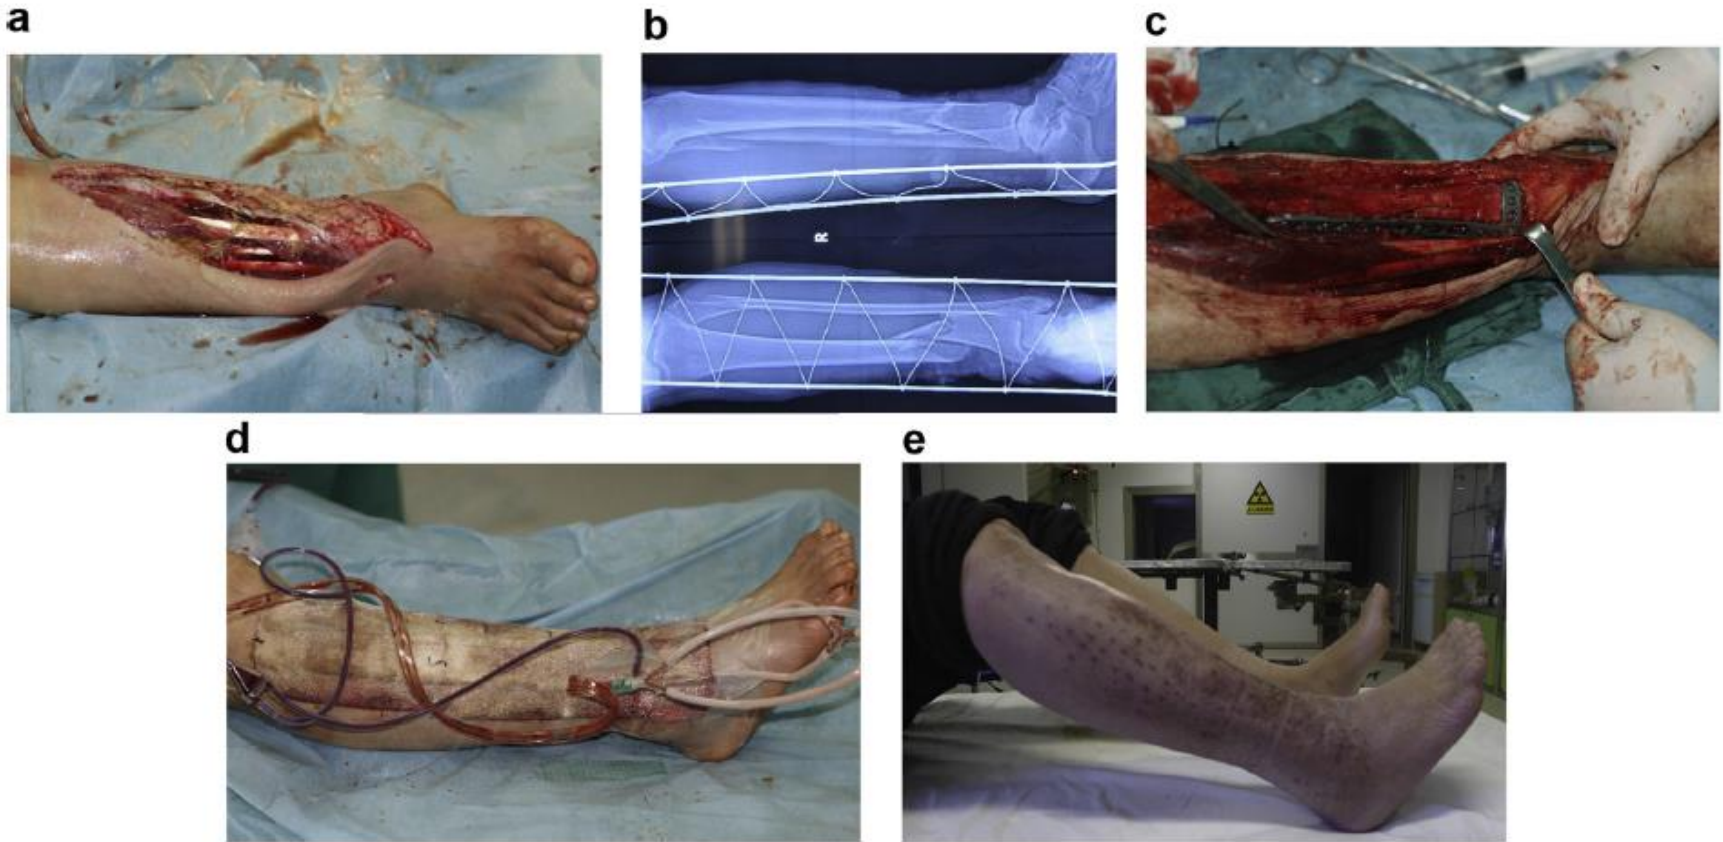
A 56-year-old female with a Gustilo–Anderson type IIIB open tibial fracture caused by a traffic accident. Photo of injury (a) and radiograph (b). c, d) After debridement, the tibial fracture was fixed with a locking compression plate, primary wound closure was done with decompression suture and vacuum-assisted coverage was applied. e) The wound healed without complications.
